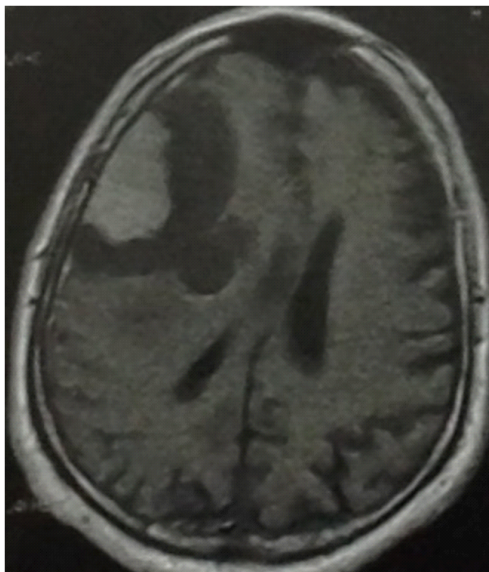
Ressonância Magnética Nuclear de encéfalo pré-operatória.
